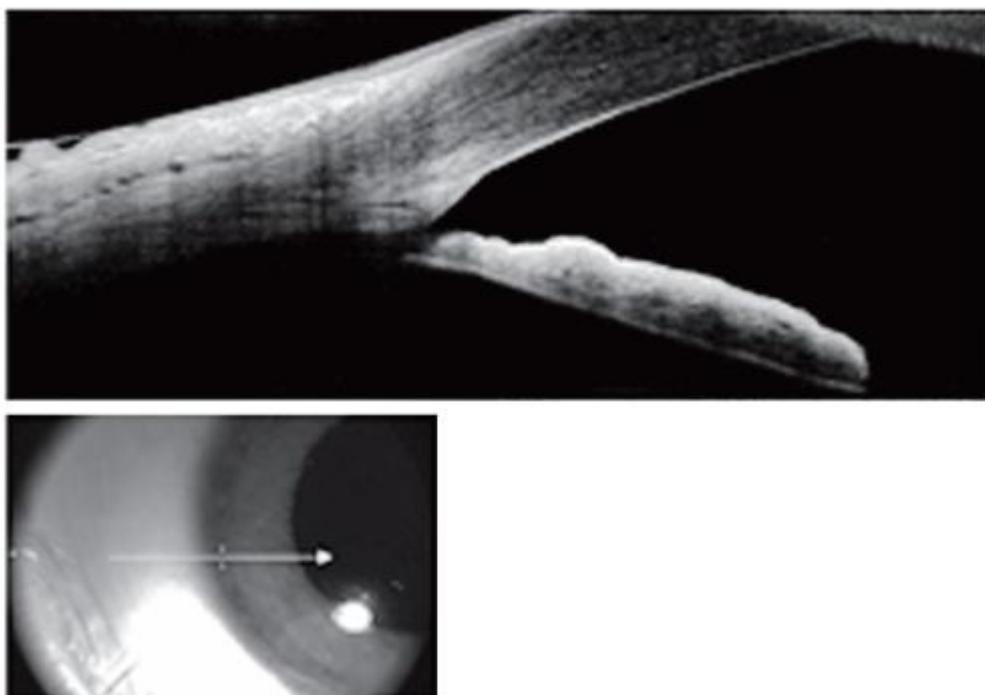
Результат оптической когерентной томографии передней камеры и радужно-роговичного угла
